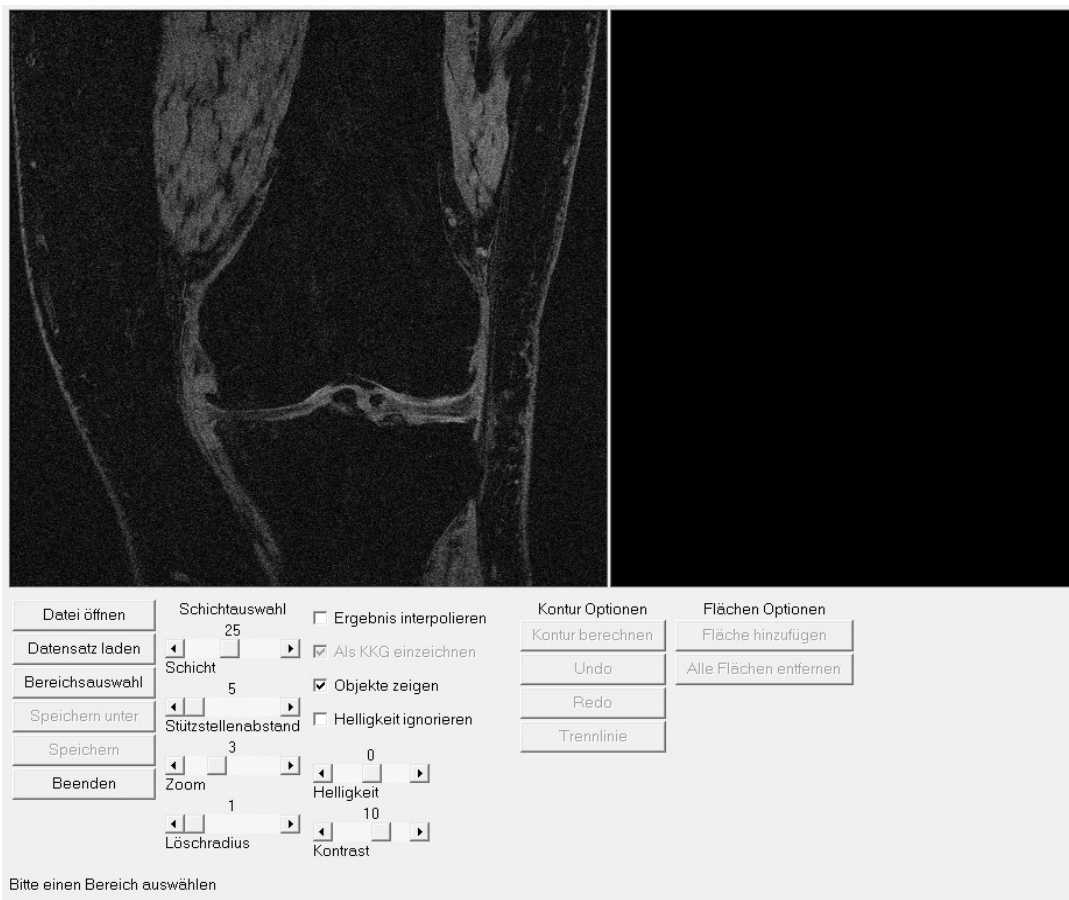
Koronares MRT-Bild eines linken Kniegelenkes im MEDVIS System
